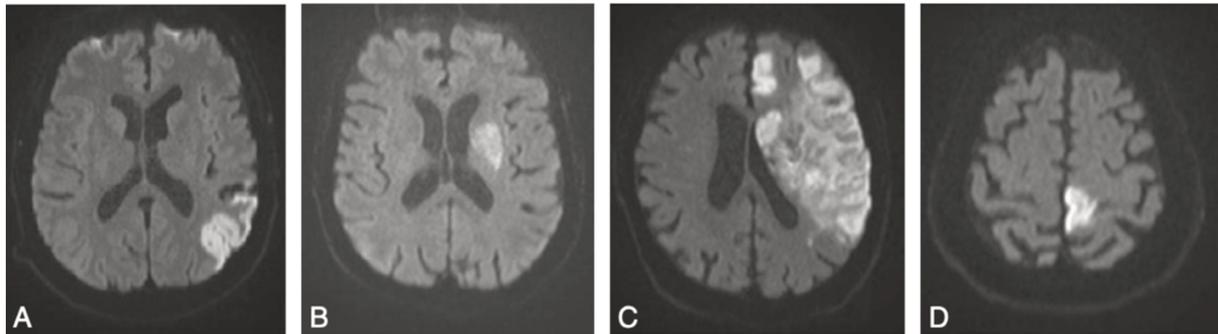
IRM cérébrale séquence de diffusion infarctus en territoire carotidien : A : infarctus sylvien superficiel, B : infarctus sylvien profond, C : infarctus sylvien total, D : infarctus jonctionnel d'après le Collège des Enseignants de Neurologie, 2019(1)
